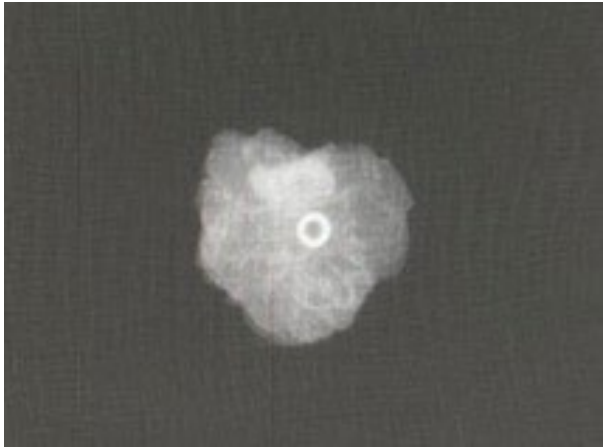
Рентгенологическая идентификация установленной метки
